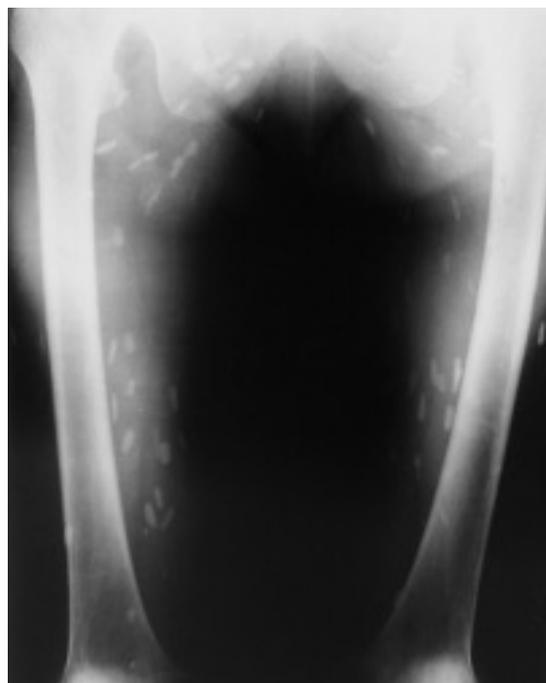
Radiografía anteroposterior de ambos fémures: múltiples imágenes de densidad de calcio de forma ovalada en partes blandas de ambos muslos.
